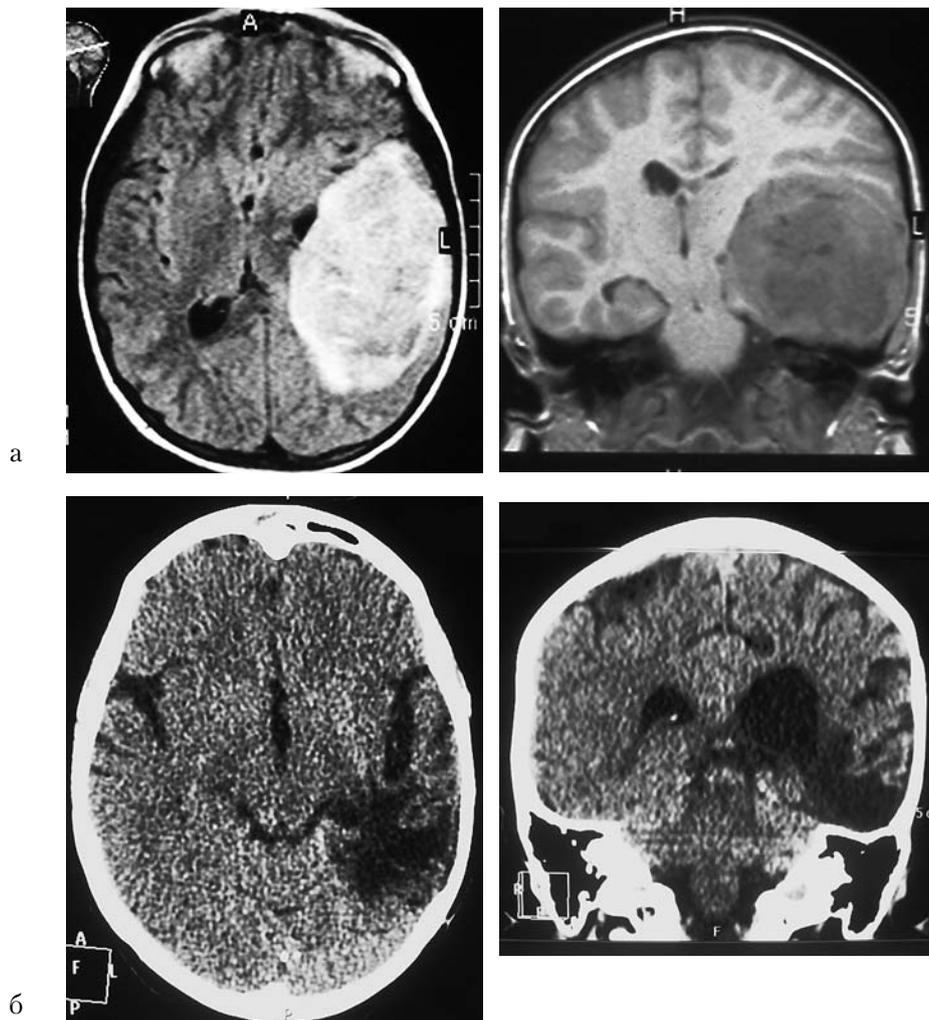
Пациентка Л-к (14 лет), нейробластома левой теменной области (а – МРТ головного мозга до операции, б – СКТ головного мозга через два месяца после операции)
